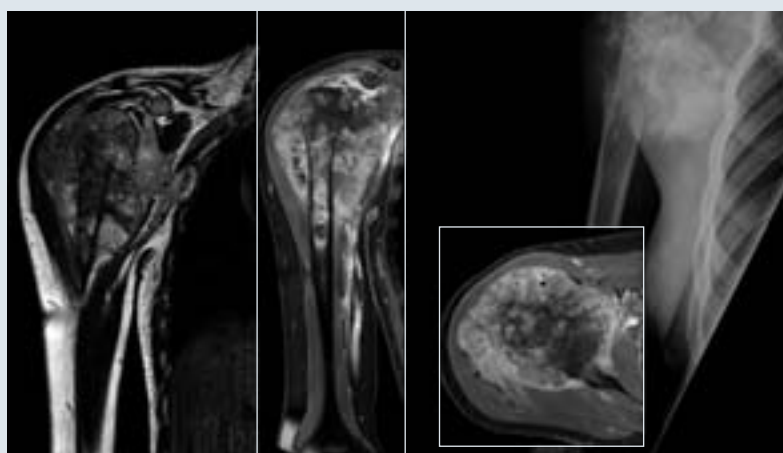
Ostéosarcome intramédullaire de haut grade en radiographie et en IRM.
